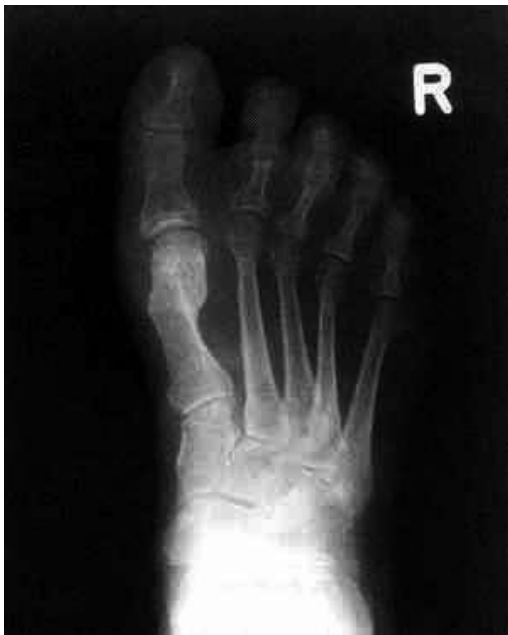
9 Monate postoperatives Röntgen, Hallux-valgus-Winkel 6°, Intermetatarsalwinkel 3°
